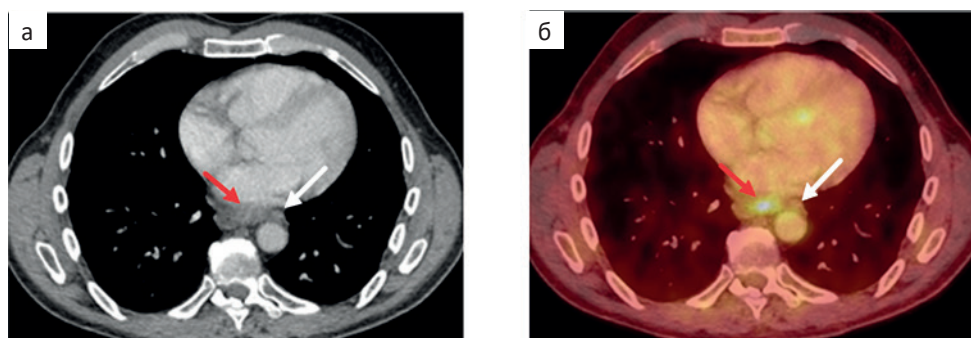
Плоскоклеточный рак пищевода. КТ (а) и ПЭТ/КТ с  $^{18}\text{F}$ -FDG (б) в аксиальной проекции. На КТ и ПЭТ/КТ-изображениях определяются утолщенные стенки пищевода с патологическим накоплением РФЛП (а, б) (красные стрелки) и пораженный неувеличенный параэзофагеальный лимфатический узел без очагового накопления РФЛП (б) (белые стрелки)
